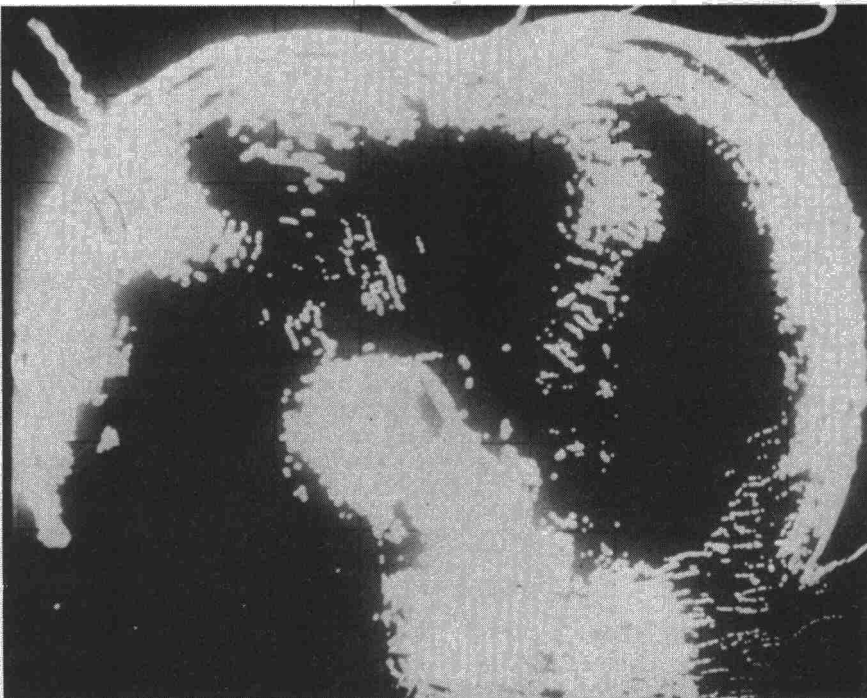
Corte transversal a nivel de la línea mamilar, observándose, a la izquierda el derrame pleural, en el centro el corazón y a la derecha el pulmón sano en el que no se reflejan los ultrasonidos.
